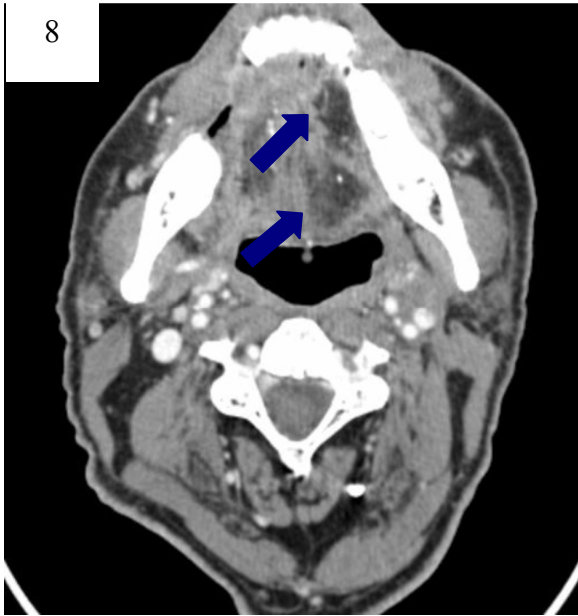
Paciente do grupo 2. Corte axial, janela de tecidos moles, evidenciando alterações musculares no assoalho da boca (setas azuis), caracterizada tomograficamente por áreas hipodensas. O paciente havia sido submetido à radioterapia, quimioterapia e cirurgia para tratamento de carcinoma do assoalho da boca
